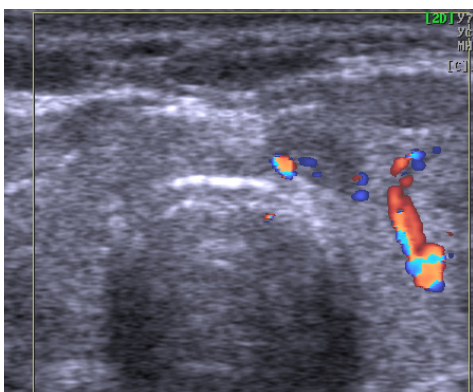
Пациентка И., 65 л. УЗИ (перешеек, поперечная проекция, ЦДК). Наблюдается узел левой части перешейка с умеренным кровотоком.
